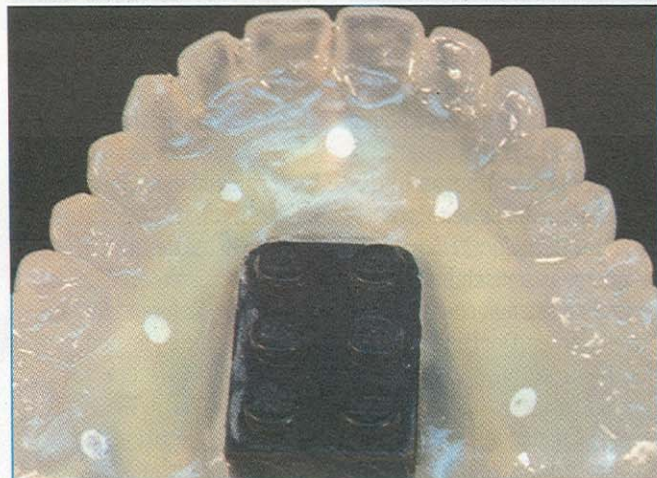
versiegelte Primosplint-CT-Schablone
